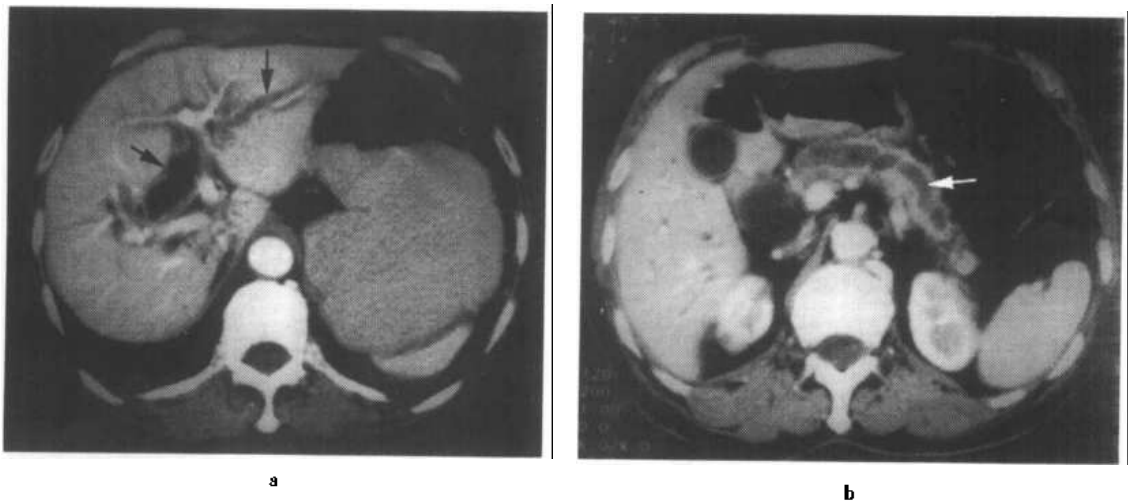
f 胰尾癌螺旋 CT 双期扫描
